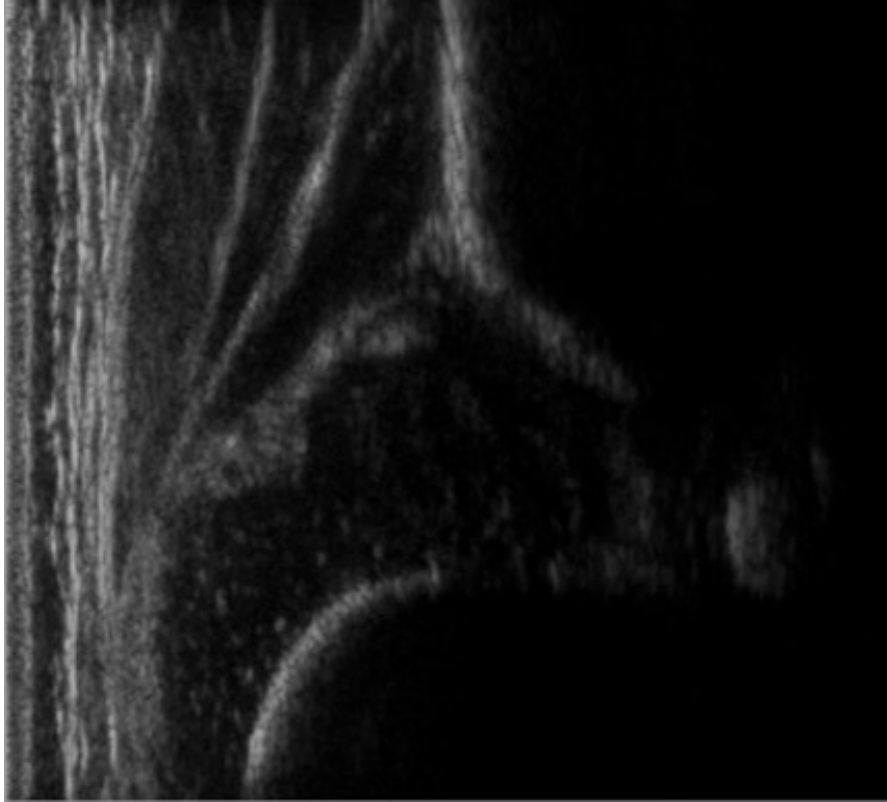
Sonogramme der wichtigsten Hüfttypen nach Graf (eigene Abbildungen)
